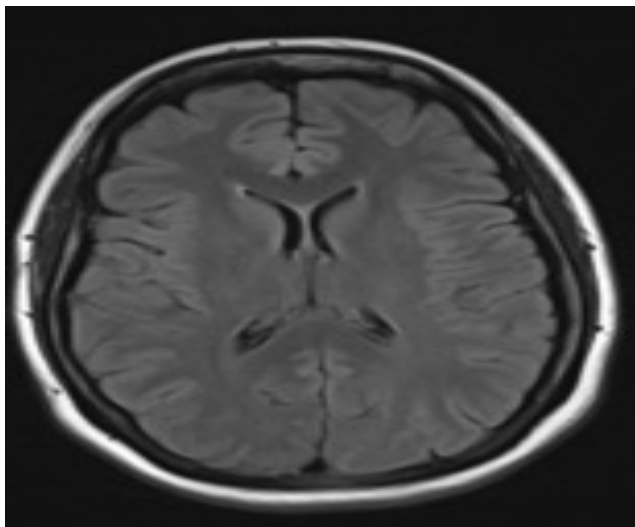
Corte axial de una secuencia FLAIR de una resonancia cerebral, se puede observar como la sustancia blanca y gris se comportan igual que en T2, con la diferencia que se suprime el líquido cefalorraquídeo. Tomada de archivo con consentimiento del paciente.
